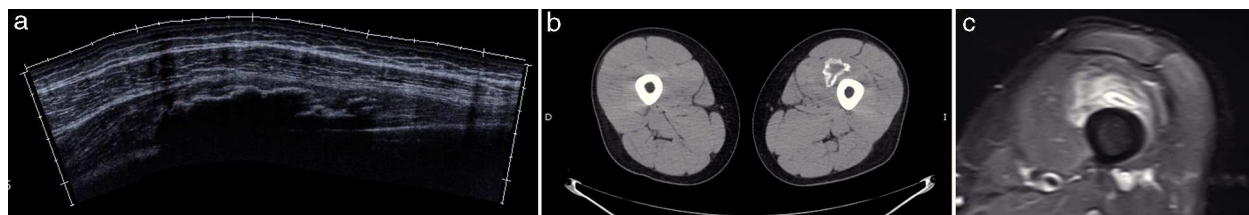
Imatges de mioisitis ossificant. a) Ecografia panoràmica en eix llarg del vast intermedi en què s'objectiva ossificació completa després d'una lesió per contusió. b) Tall axial TC que mostra massa ossificada en el vast intern. c) RM axial T2 STIR. Ossificació amb medul·la i cortical òssies madures.
